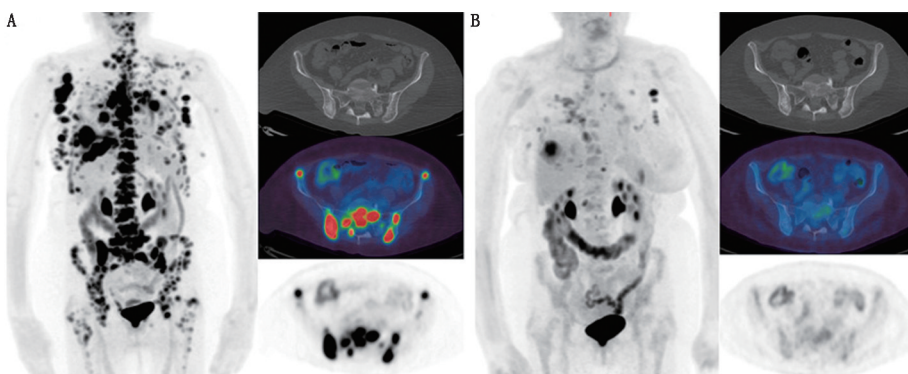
转移性乳腺癌患者治疗前¹⁸F-FDG PET/CT 显像图 (A) 和内分泌治疗 8 周后¹⁸F-FDG PET/CT 显像图 (B)。包括最大密度投影 (左)、骨盆横断面 CT (右上)、PET/CT (右中)、PET (右下)。治疗后骨和软组织的大部分转移灶摄取明显减少, 与治疗反应一致; 髌骨在 CT 上表现为局部骨质轻度硬化
